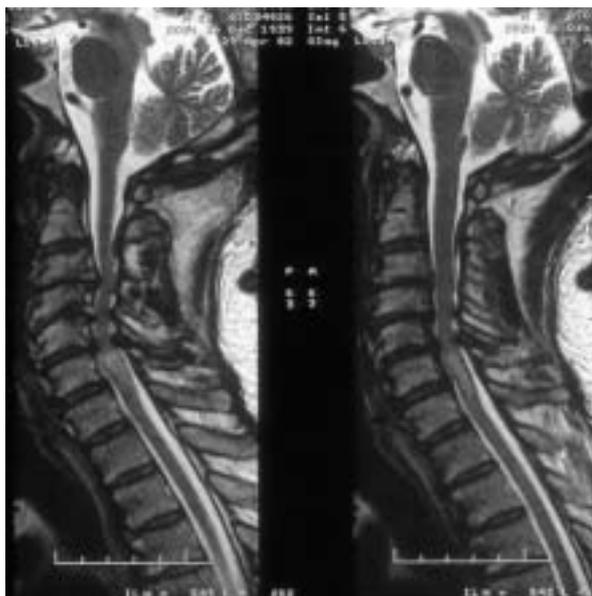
Resonancia Nuclear Magnética (RNM).
